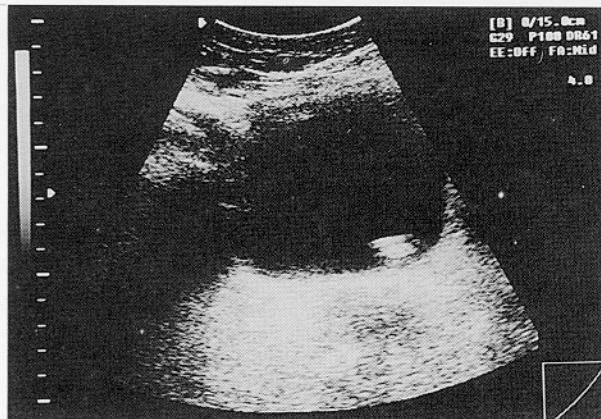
Pelvic ultrasound reveals bean-sized echogenic mass in the left lateral bladder wall.
